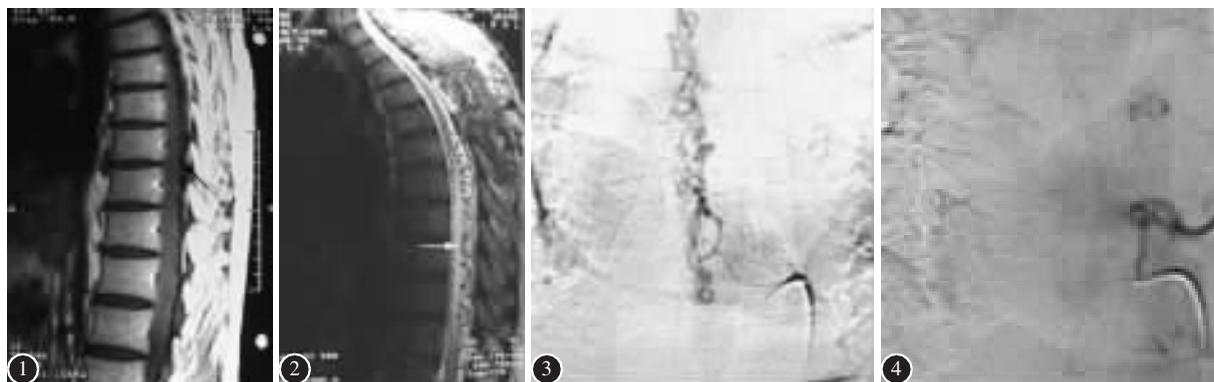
MRI T1WI 示 T4~T8 节段脊髓背侧血管流空影(箭头所指) 图 2 MRI T2WI 示 T4~T8 节段脊髓背侧血管流空影及髓内高信号(箭头所指) 图 3 脊髓动脉造影示 T9 处可见瘘口及向上引流的血管迂曲 图 4 术后造影示瘘口及扩张引流静脉消失
